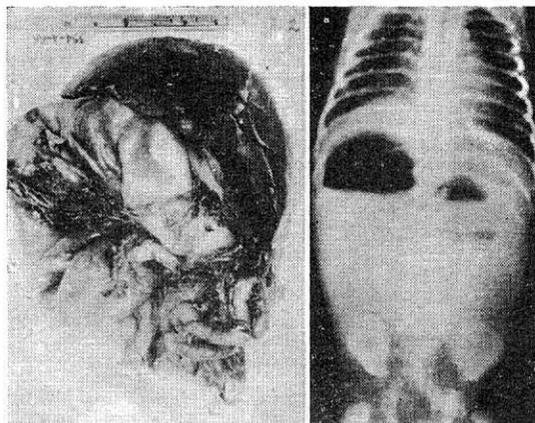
Fotografía de la pieza de autopsia del caso 30. Radiografía del mismo.
